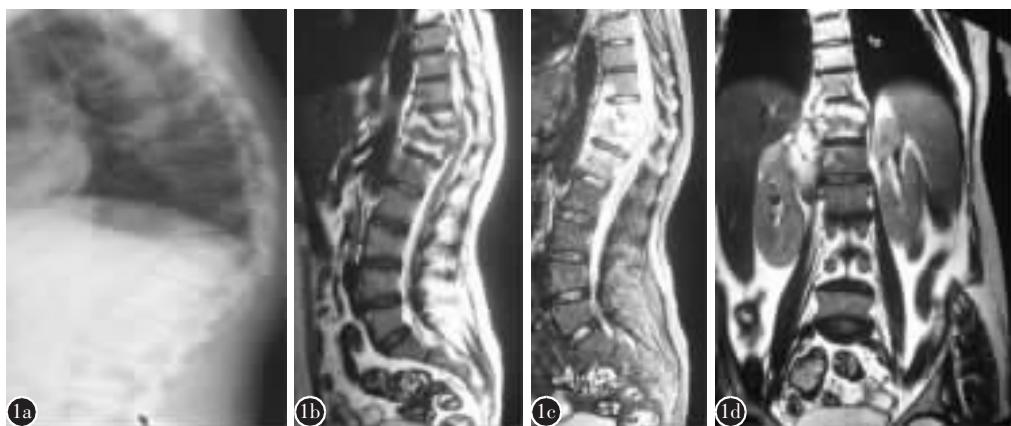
a~d 术前 X 线片及 MRI 示腰胸段椎椎体严重破坏塌陷并严重后凸畸形、椎旁脓肿形成、椎间隙破坏、稳定性丧失、病变椎体矢状面指数 $>20^\circ$ ，符合 GATA 分型 III 型标准
